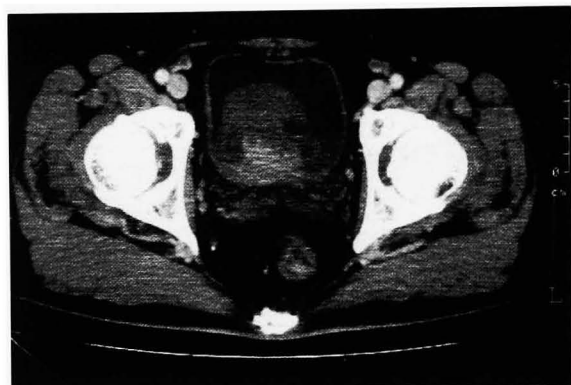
Pelvic CT showed a large bladder cancer.
